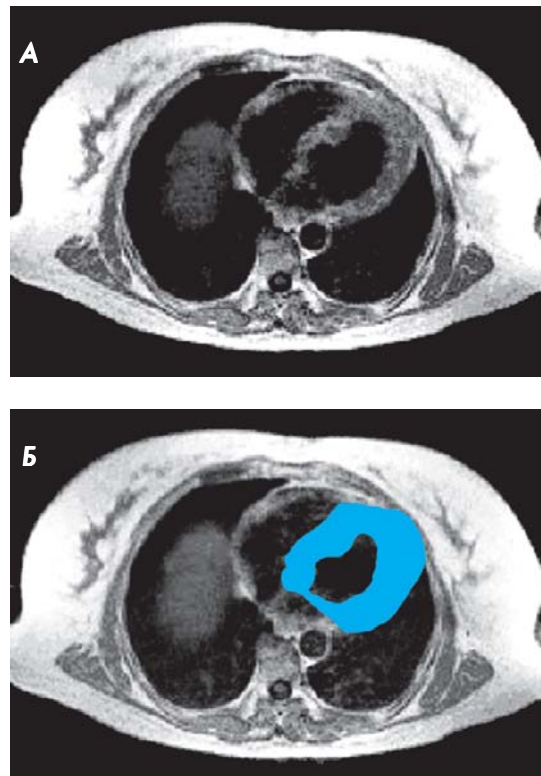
Автоматическое выделение на поперечном срезе ЭКГ-синхронизированной Т1-взвешенной МР-томограммы (А) контуров миокарда левого желудочка (Б)
